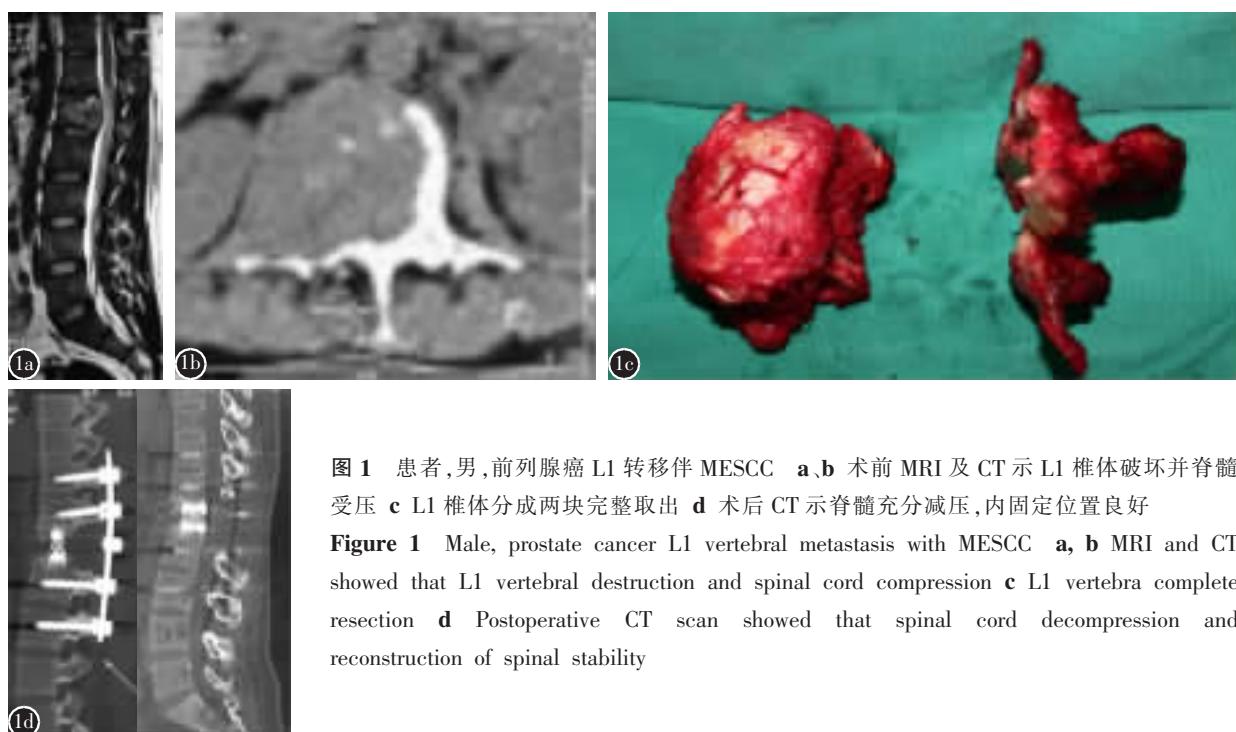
患者,男,前列腺癌 L1 转移伴 MESCC a、b 术前 MRI 及 CT 示 L1 椎体破坏并脊髓受压 c L1 椎体分成两块完整取出 d 术后 CT 示脊髓充分减压, 内固定位置良好
